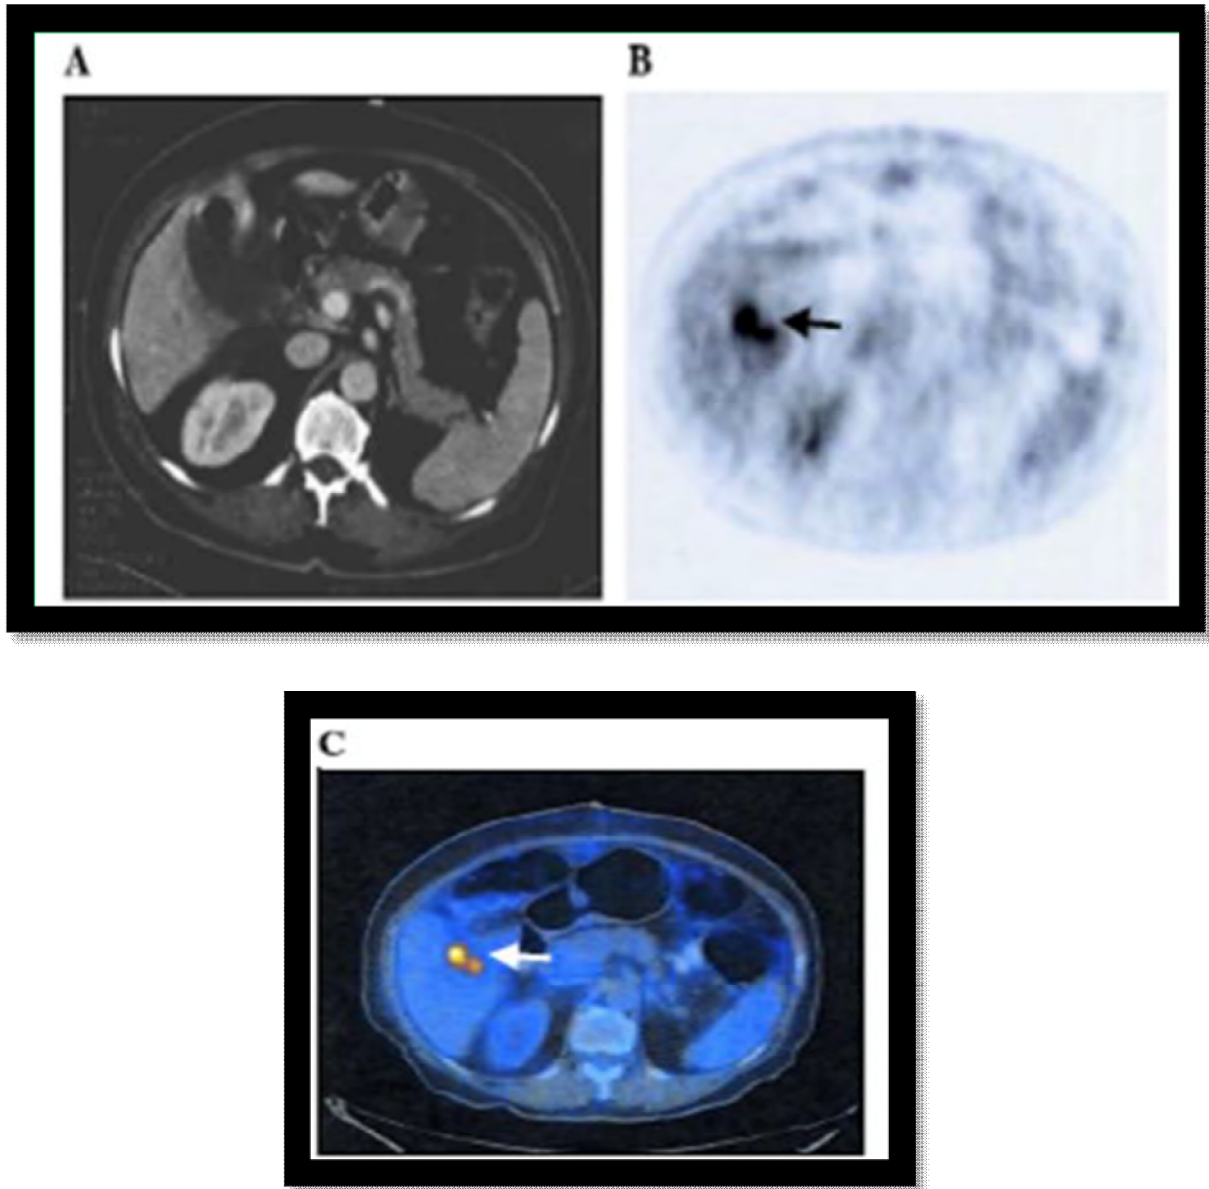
(A) une coupe TDM, (B) un PET et (C) un PET/Scan d'un patient présentant un CVB de découverte fortuite après cholécystectomie.
